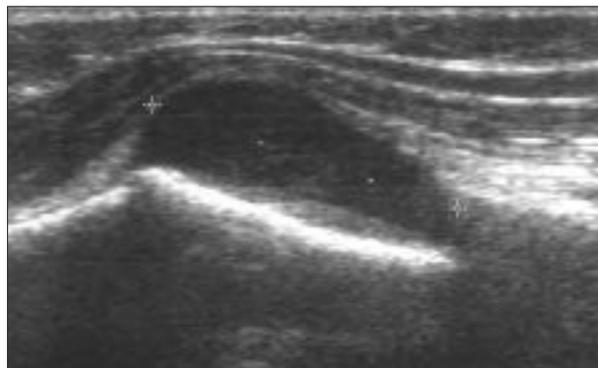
Ecografía bidimensional que muestra lesión de características ovaladas de 3 x 1 cm, bien definida, hipoeoica y sin relación con los vasos humerales. No se aprecia vascularización con el Doppler.
